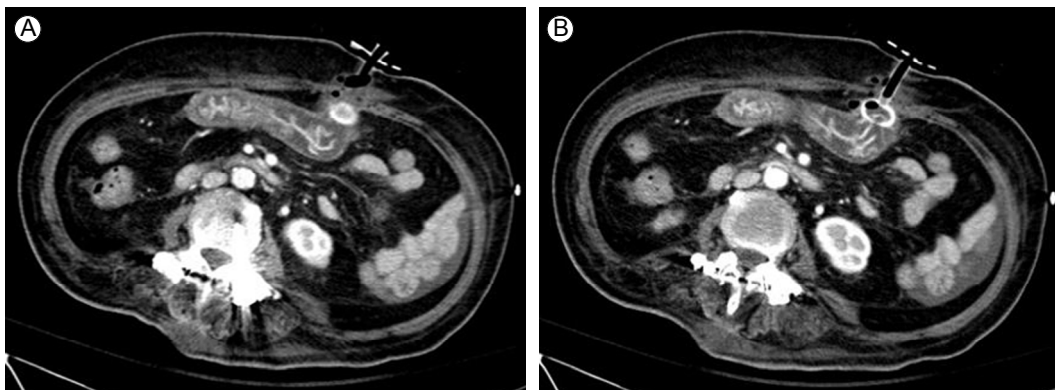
Contrast-enhanced computed tomography. (A, B) Inappropriate positioning of the Percutaneous endoscopic gastrostomy tube with the bolster located both in and outside the gastric wall. Air bubbles are evident around the tube.
